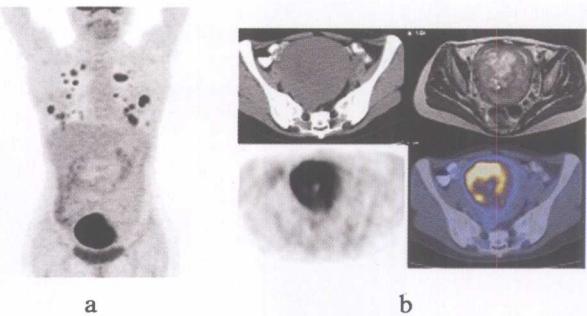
PET 全身显像（图 a）和 PET/CT 局部（图 b）显像示子宫肌恶性肿瘤肺转移
